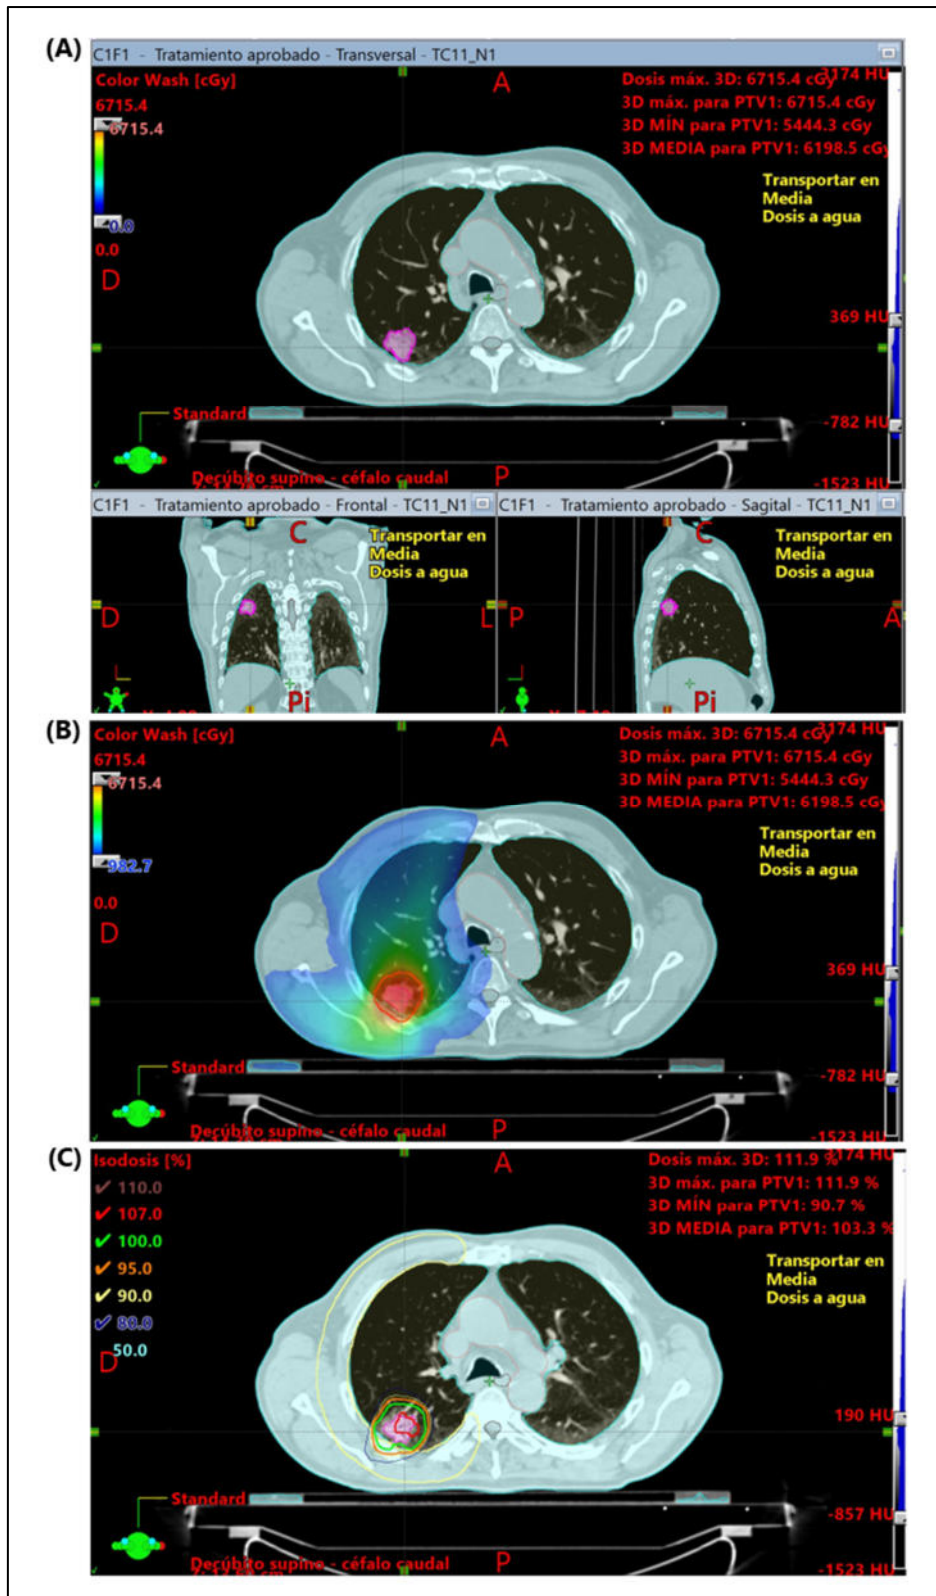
Planificación dosimétrica de un tratamiento con radioterapia estereotáxica fraccionada (SBRT) de un adenocarcinoma de pulmón estadio I. A) TC tórax (corte transversal, corte frontal y corte sagital). La lesión tumoral está contorneada (coloreada) en violeta (9.47 cc). B) Corte transversal de TC de tórax. La dosis terapéutica prescrita se define en color rojo sobre el PTV. (En rojo se marca el PTV). En colores se muestra el gradiente de radiación que reciben los órganos próximos a la zona a tratar. C) Corte transversal de TC de tórax. En rojo aparece contorneado el PTV, y en distintos colores, las curvas de isodosis.
